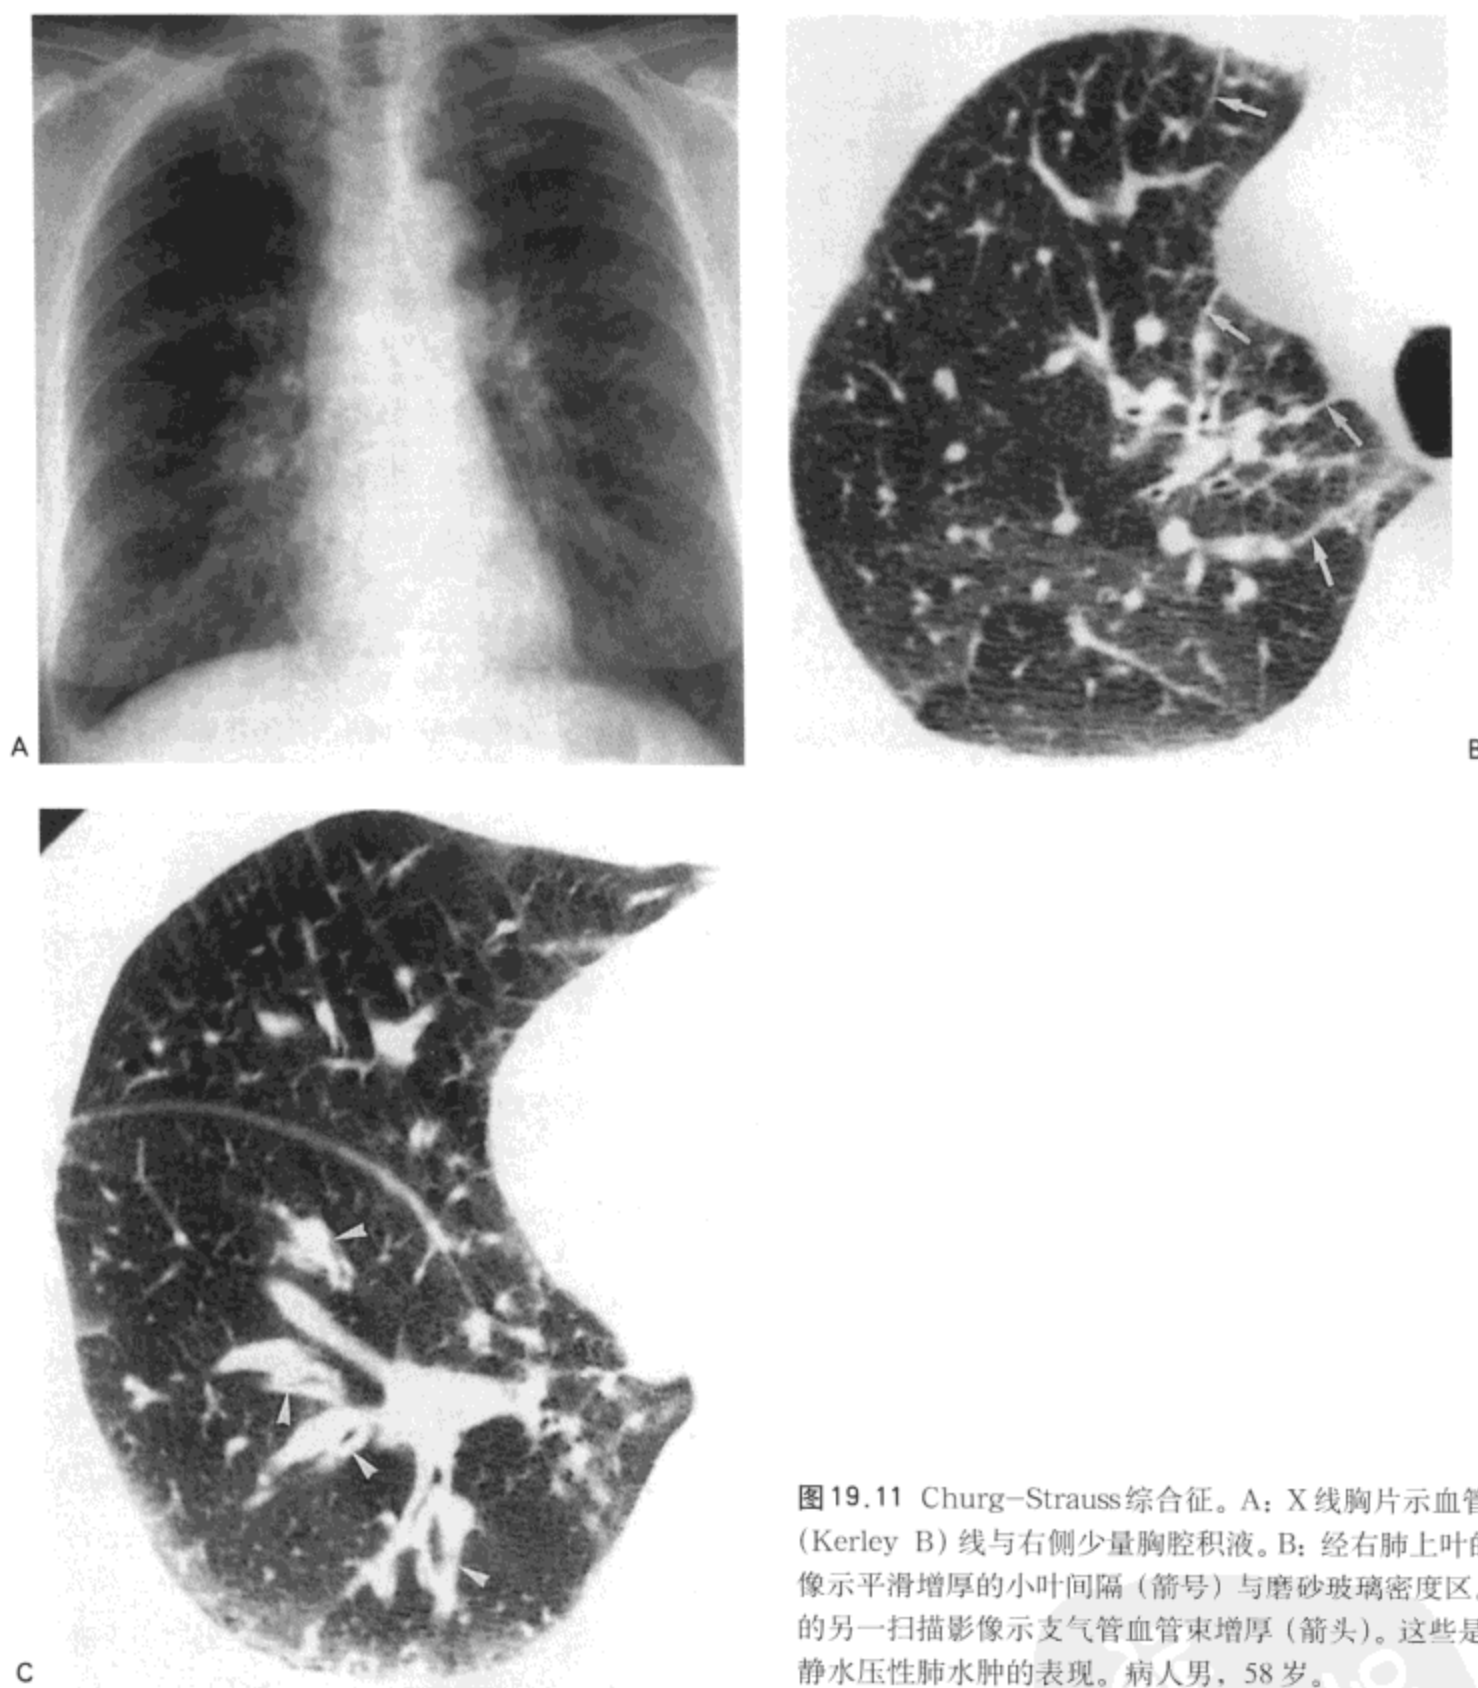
Churg-Strauss综合征。A: X线胸片示血管纹理突出, 间隔(Kerley B)线与右侧少量胸腔积液。B: 经右肺上叶的高分辨率CT影像示平滑增厚的小叶间隔(箭号)与磨砂玻璃密度区。C: 经右肺下叶的另一扫描影像示支气管血管束增厚(箭头)。这些是继发于左心衰的静水压性肺水肿的表现。病人男, 58岁。
